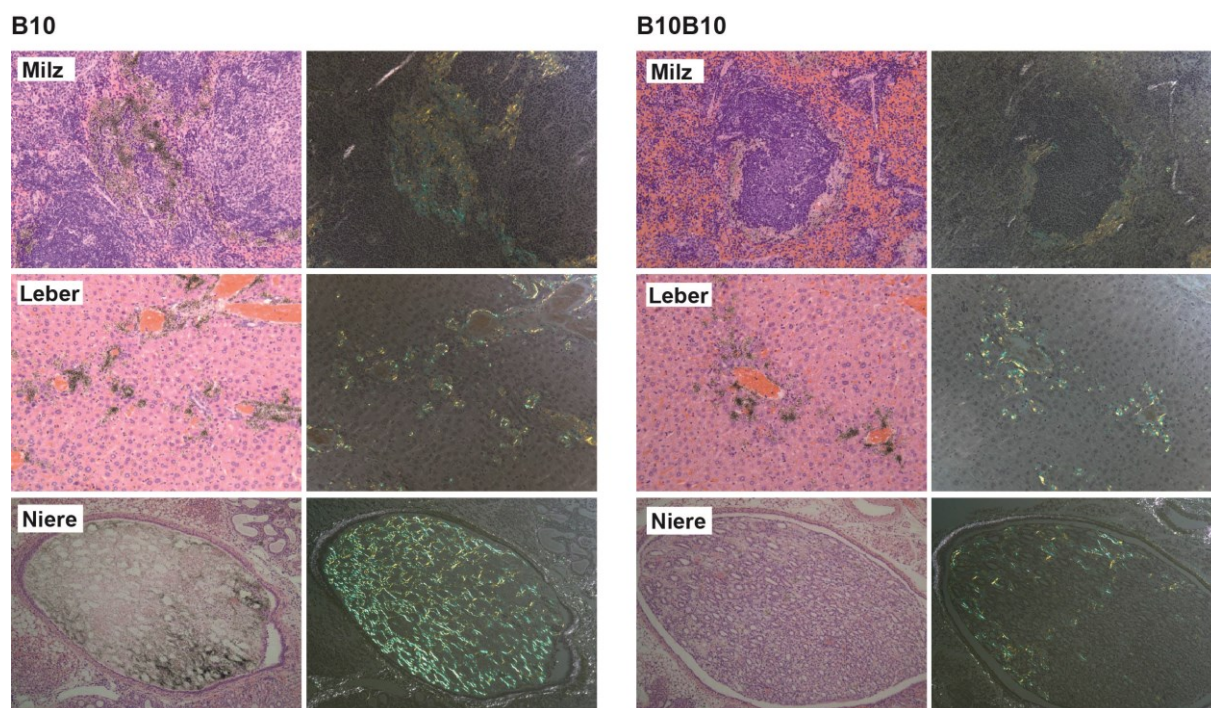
Kolokalisation von Kongorot-gefärbten Amyloidfibrillen und mittels Autoradiographie detektierten ^{125}I -markierten VHH-Antikörpern (20-fache Vergrößerung).
